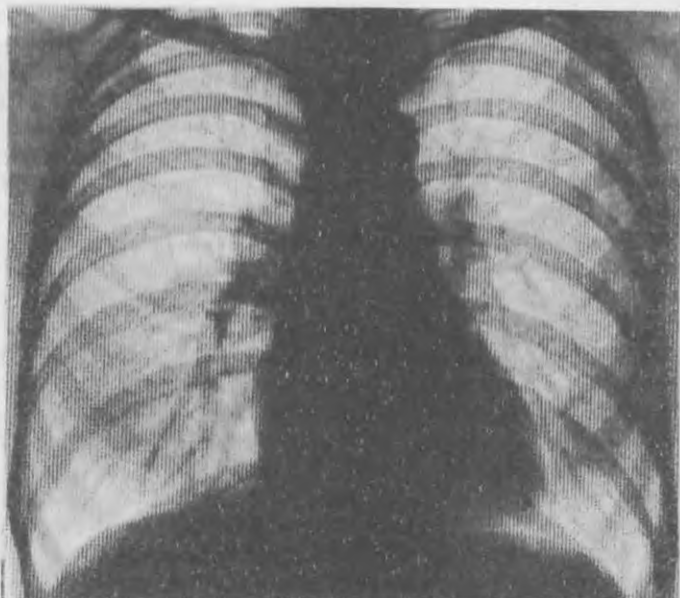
Прямая рентгенограмма грудной клетки больной системной склеродермией. Избыточный легочный рисунок за счет интерстициального компонента.
